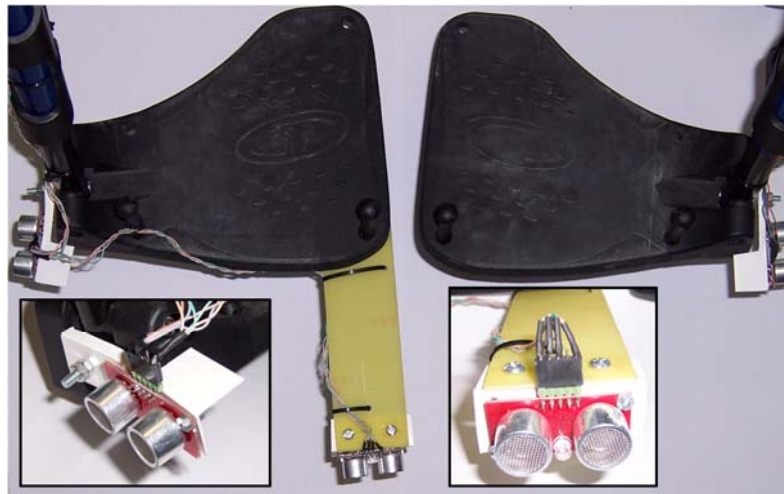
Sistema de detección de choque, array de tres sensores de ultrasonidos, frontal y laterales. Detalle de los mismos en los recuadros.
